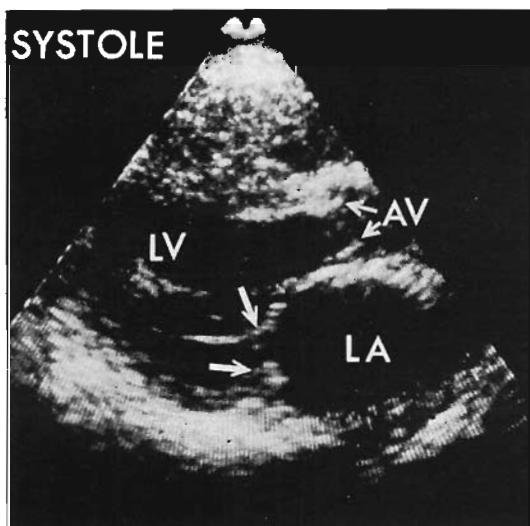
Two-dimensional echocardiogram (a long axis view in systole) from a patient with ruptured chordae tendineae of the anterior mitral leaflet, associated with prolapse of AML and PML (Patient No. 3).
